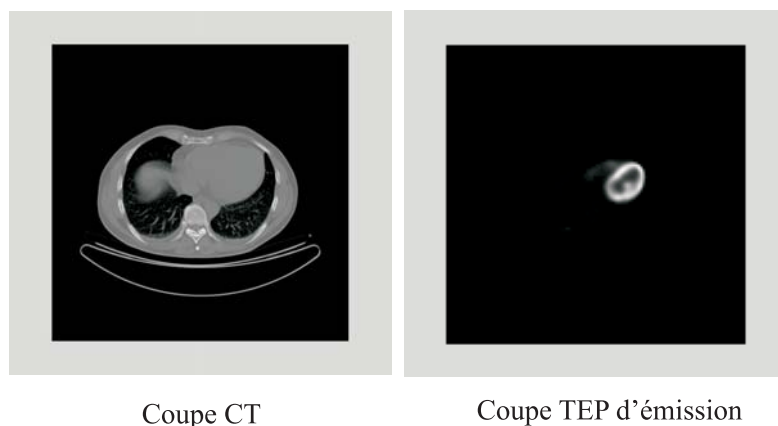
Images obtenues lors de l'examen CT-TEP. Ces images qui représentent des coupes d'une même région du corps ont été acquises simultanément.
